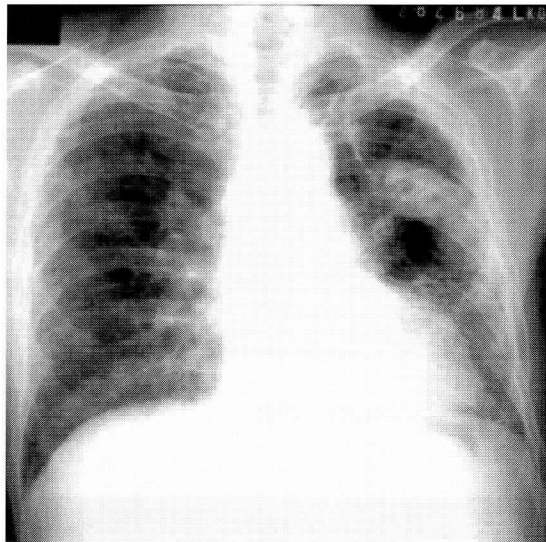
Chest radiograph of pulmonary aspergilloma
